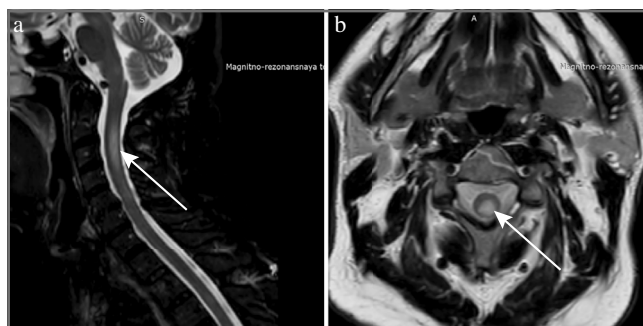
МРТ шейного отдела спинного мозга в T2-взвешенном изображении пациента Г. от 08.05.2021. Очаговые изменения МР-сигнала в CII–CIII сегментах: а – сагиттальный срез; б – аксиальный срез.
